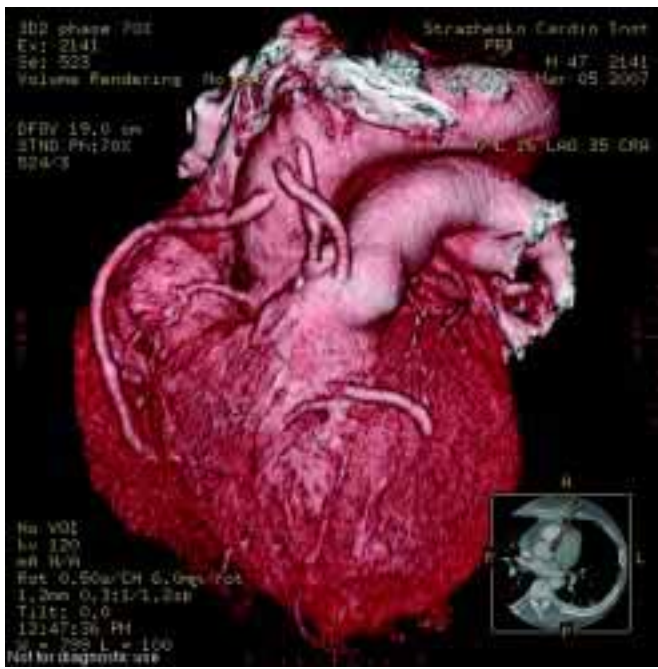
Мультиспіральна комп'ютерна томографія — шунтографія. МСКТ опрацювання в 3D- та MIP-зображеннях. Візуалізуються функціонуючі аортокоронарні шунти до ПВА, ПМШГ ЛВА, ДА та ОГ ЛВА
